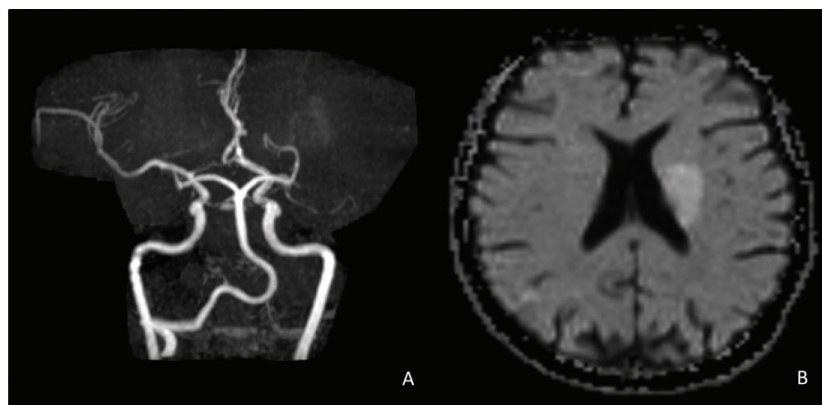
Ressonância magnética de crânio: acidente vascular cerebral isquêmico mostrando envolvimento de múltiplos segmentos cerebrais. Imagem sugerindo suboclusão da porção proximal da artéria cerebral média esquerda (A). Comprometimento periventricular, cápsula interna, parte do corpo caudado, porção posterior do putâmen e região subinsular à esquerda (B).
